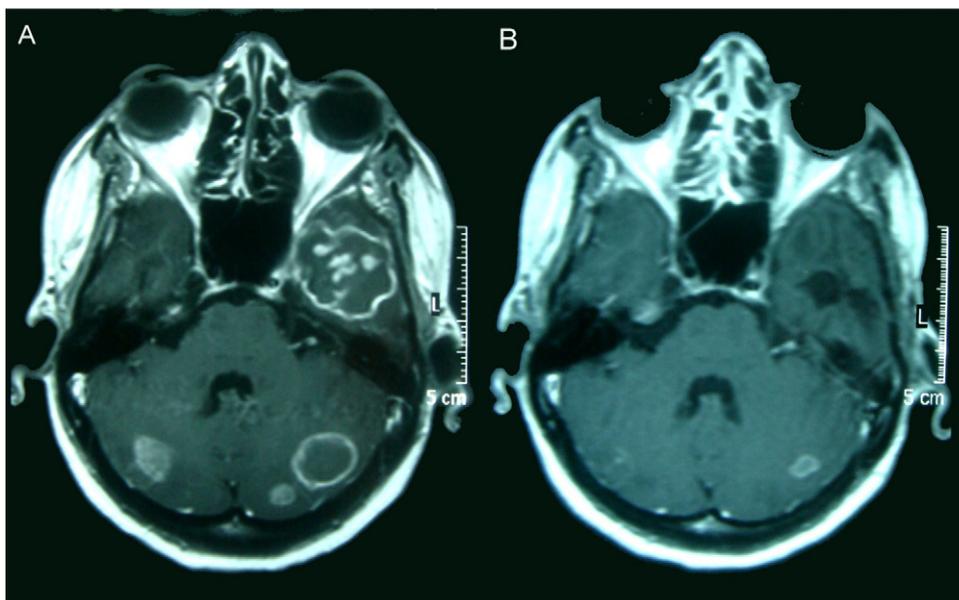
RM (T1 con contraste) en el momento de la presentación del cuadro de aspergilosis cerebral (A) y tras 16 meses de tratamiento antifúngico y antirretroviral (B).
